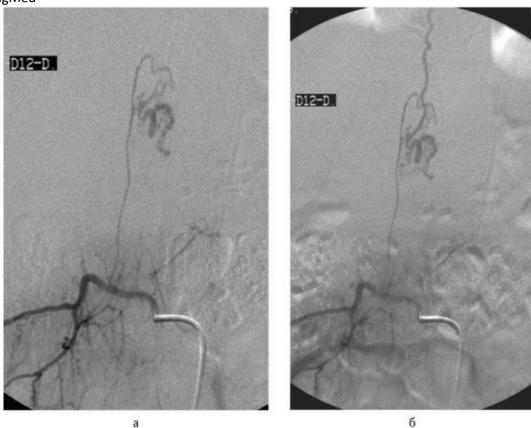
Суперселективная ангиограмма межреберной артерии справа на уровне 1_и позвонка при артериовенозной мальформации нижнегрудного отдела спинного мозга (уровень Th_{xN}позвонка). В артериальной фазе контрастируется артериовенозная мальформа-ция с приводящим сосудом и отводящей извитой веной Высокое быстродействие современных ангио-графических систем позволяет регистрировать проекционные данные с разных ракурсов и применять томографические методы обработки этих данных с построением 2D-сечений, 3D-моделей сосудов и даже перфузионных карт.
